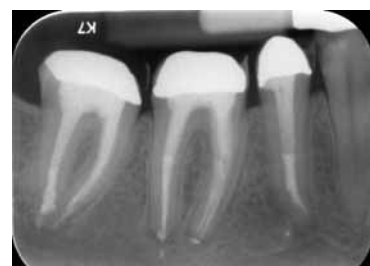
Zustand nach zwei Jahren, Langzeitprovisorium mit Metallkern. In der röntgenologischen Darstellung sind die apikalen Veränderungen bei 47 weitestgehend verschwunden.
